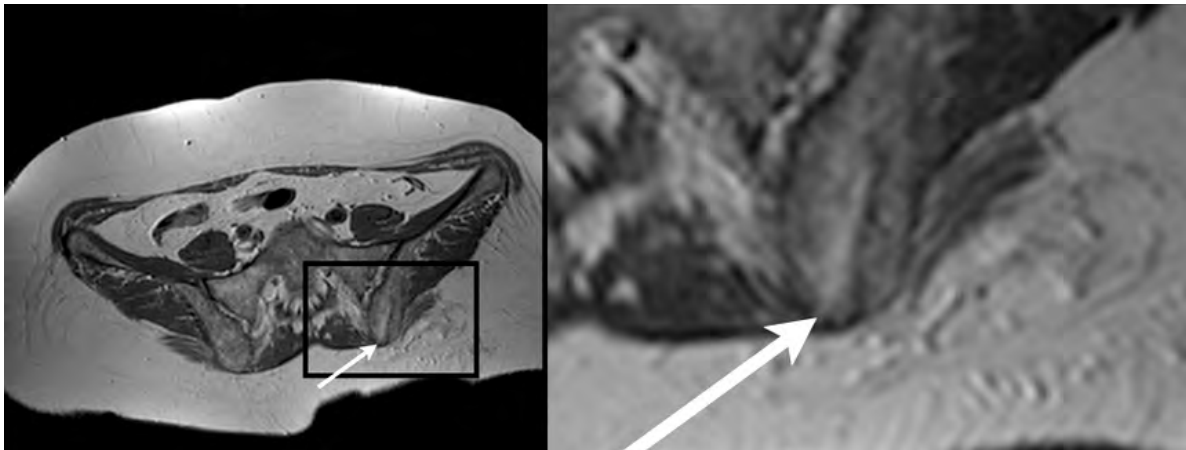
Ausschnitt eines MRT-Bildes nach einer Knochenmarkpunktion des hinteren Beckenkammes. Rechts in starker Vergrößerung. Das entstehende Loch im Knochen ist tatsächlich nur sehr klein.
